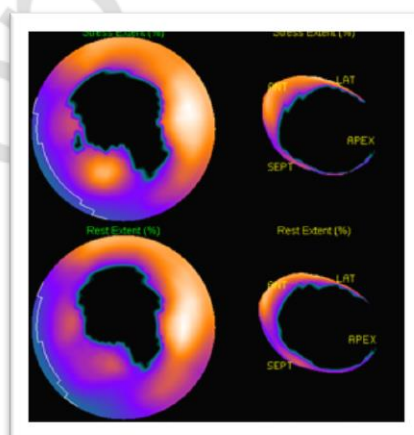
Стабильный дефект перфузии
